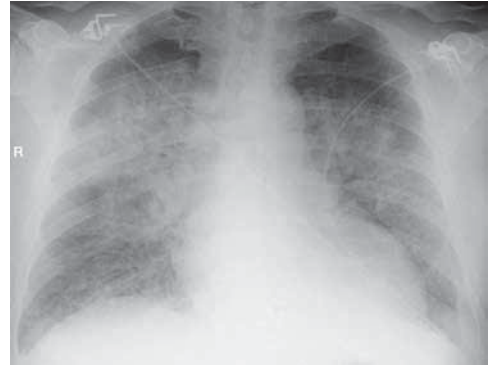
Morfología en alas de mariposa del edema de pulmón. La radiografía frontal muestra consolidaciones alveolares bilaterales densas y perihiliares asociadas a cardiomegalia y derrame pleural en un paciente con edema de pulmón por miocardiopatía.
